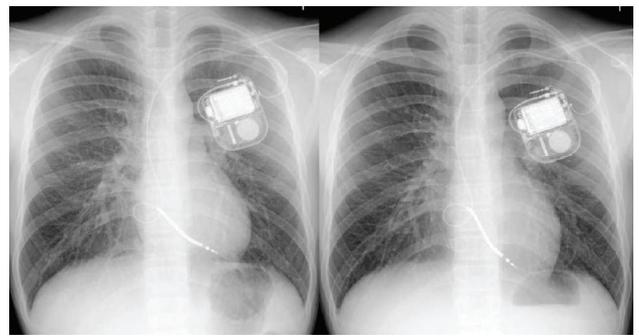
Posteroanterior chest X-ray view at 7 month (left) and 24 month (right) after the implantation of implantable cardioverter defibrillator. The loop of defibrillator lead within the right atrium becomes slightly small just after the implantation.
